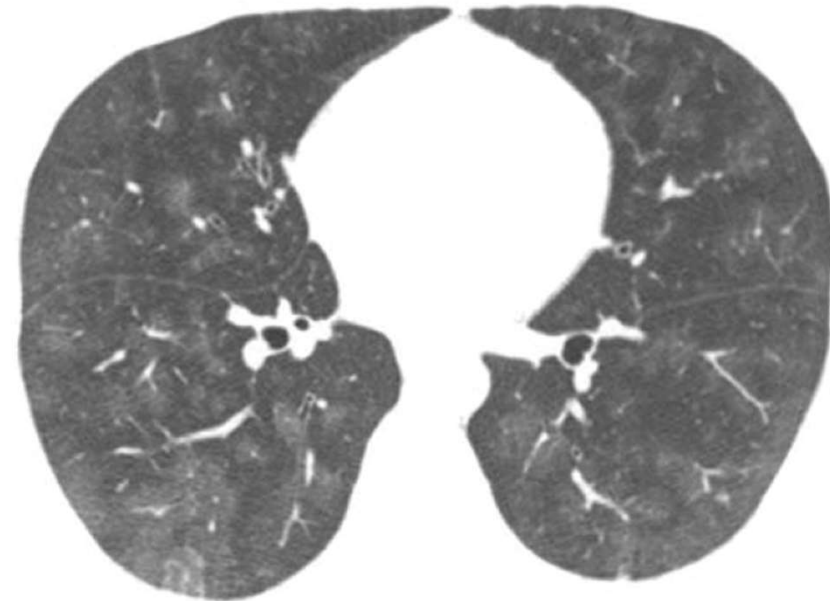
A 22-year-old man with leptospirosis. High-resolution CT at the level of the lower lung fields shows bilateral ground-glass opacities.
